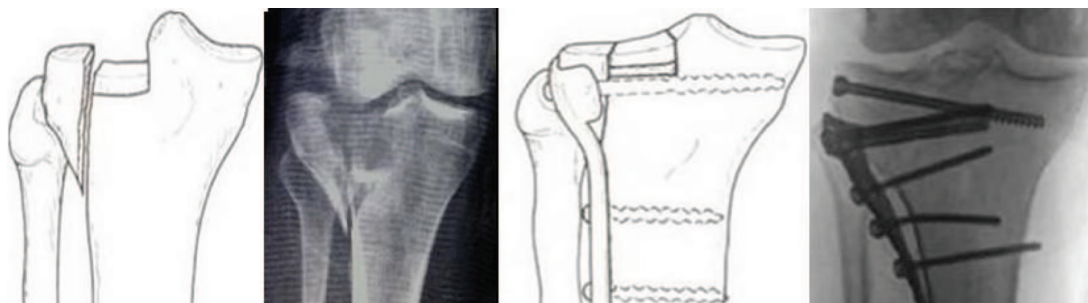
Схеми та рентгенограми перелому типу VIII до та після оперативного втручання
